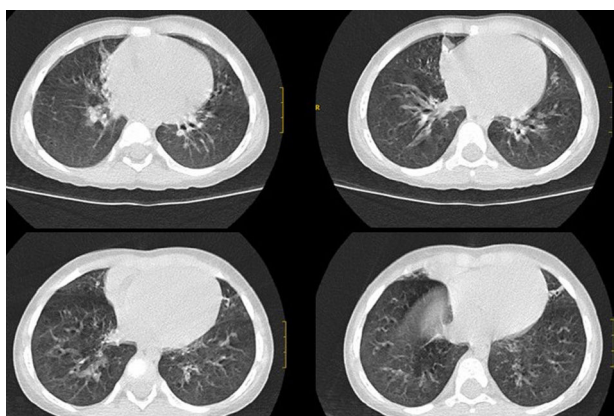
Tomografía computarizada pulmonar con atelectasias y bronquiectasias en lóbulo medio y llingula.
